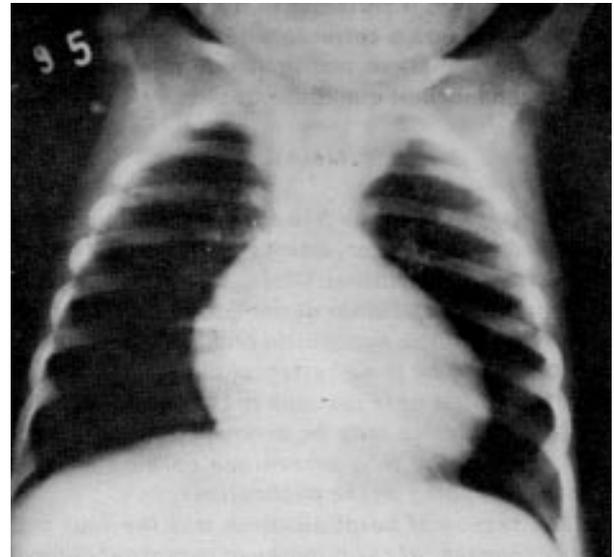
Radiografia de tórax (caso 4) portadora de tétrade de Fallot mostrando vascularidade pulmonar diminuída e a silhueta característica da cardiopatia.
